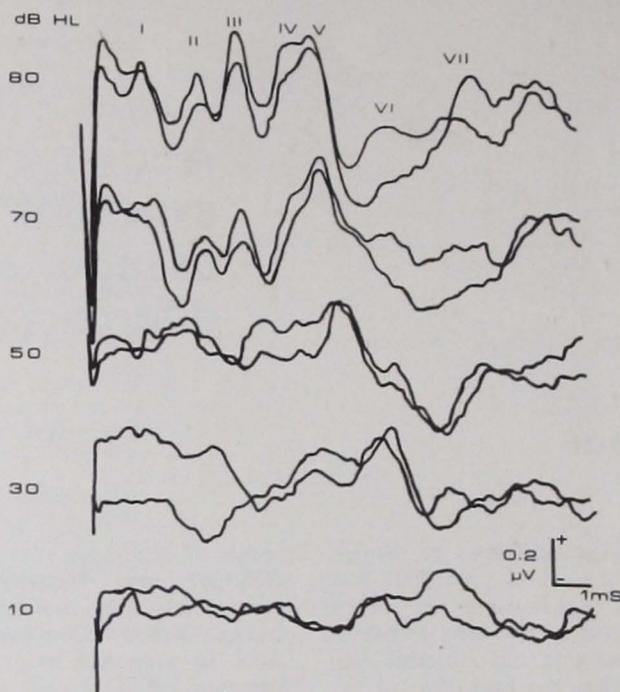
Registro de potenciales evocados auditivos del tallo cerebral (PEA-TC) en un sujeto normal. Los números romanos señalan las principales ondas del complejo. Obsérvese el aumento de la latencia al disminuir la intensidad del sonido. Asimismo, las ondas más tempranas no son visibles a bajas intensidades de estimulación, quedando únicamente la onda V. Estímulo = clic monoaural a 10 por segundo. n = 2000.
